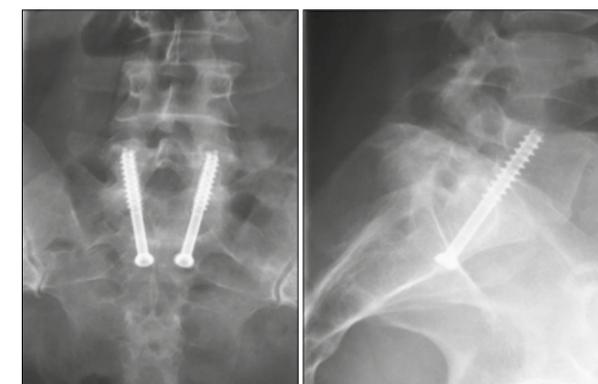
Рентгенограммы после транскорпорального остеосинтеза винтовыми стержнями L5- и S1-позвонков: передняя (а) и боковая (б) проекции
